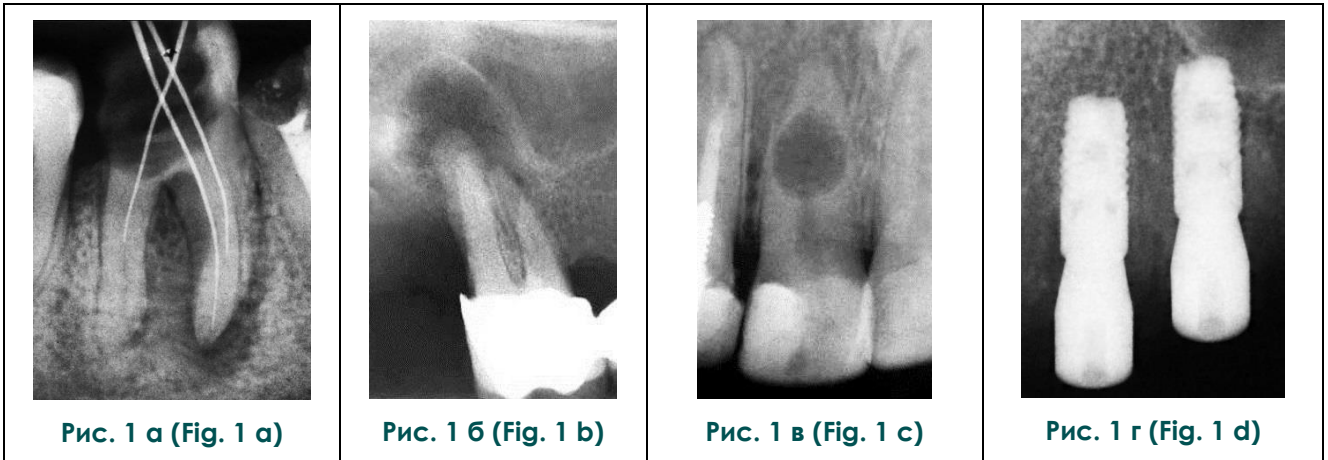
Внутриворотные периапикальные рентгенограммы.
